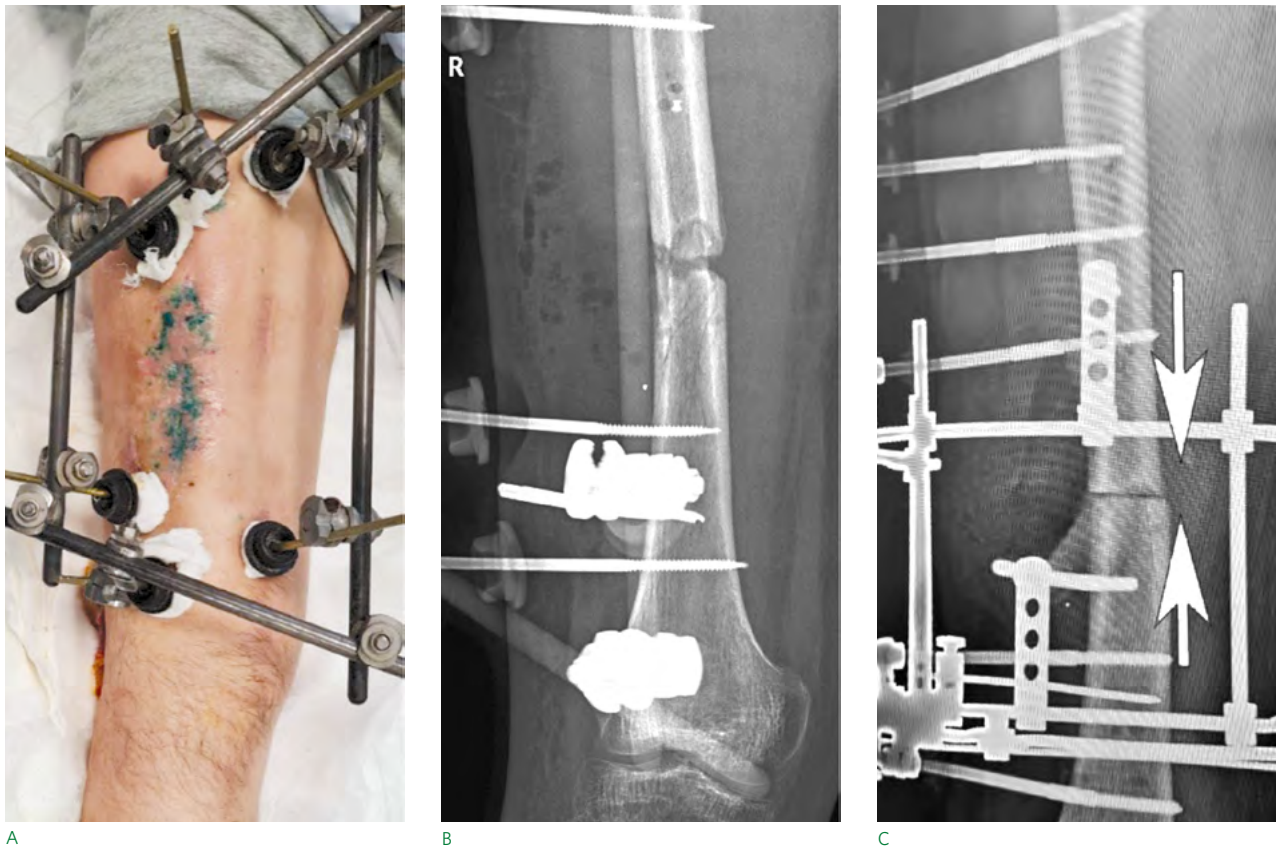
Раненый с огнестрельным переломом бедренной кости в средней трети. Внешний вид и рентгенограммы через 6 месяцев после ранения: А — внешний вид конечности, фиксированной КСВП; В — рентгенограмма бедра, отмечается неустраняемый диастаз между отломками протяженностью 7 мм, исключающий консолидацию; С — рентгенограмма бедра, фиксированного АИ после резекции краев отломков и создания осевой компрессии
